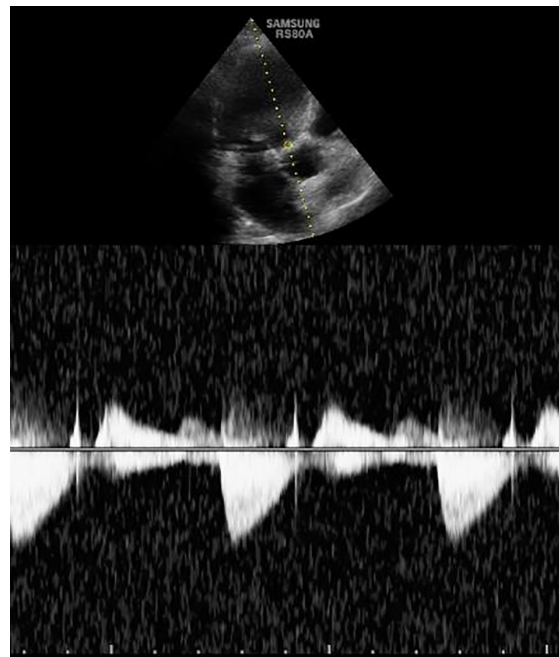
Эхокардиографическое исследование, секторный датчик. Пятикамерная позиция, режим постоянно-волнового доплера.
